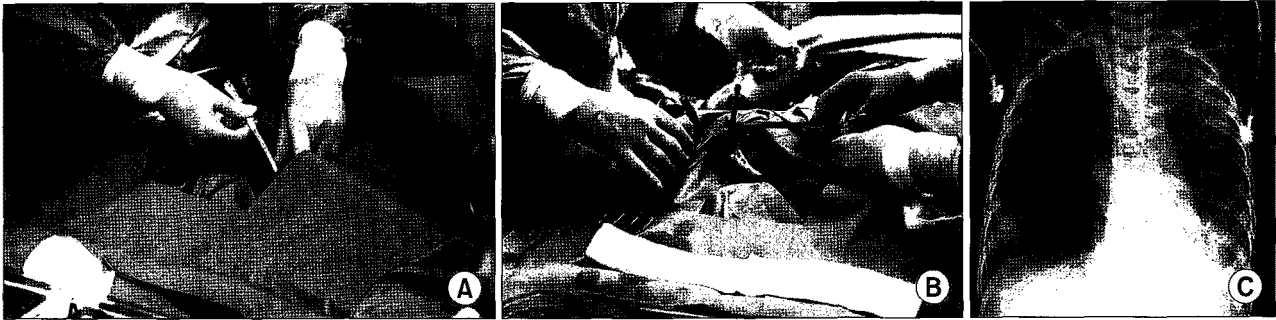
Photographs taken before (A) and after (B) insertion of a double lumen catheter into the right internal jugular vein with Seldinger technique. Chest X-ray taken immediately after the procedure (C).
